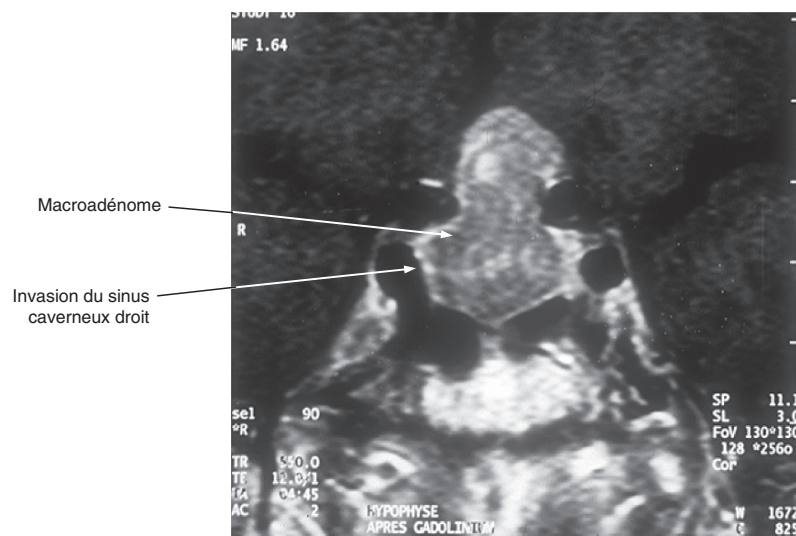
IRM hypophysaire T1 avec injection de gadolinium en coupe frontale. Macroadénome hypophysaire.
